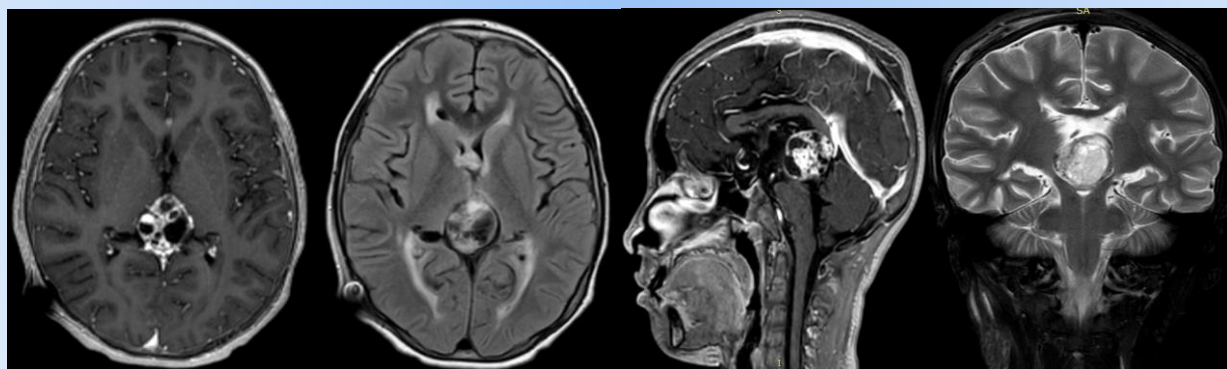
IRM cráneo posterior a colocación de VDVP: T1 Gd y T2 corte axial, T1 Gd sagital, T2 coronal
